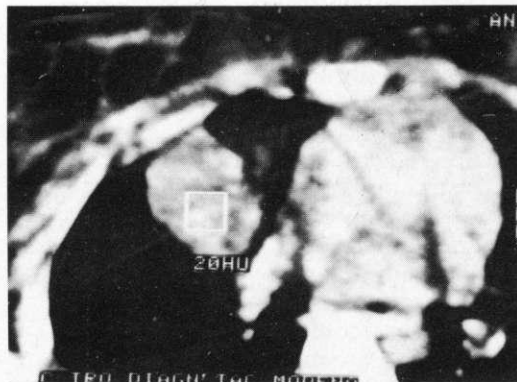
L.G. TC del torace. Presenza di voluminosa massa a contorni lobulati interessante il lobo inferiore di destra, infiltrante il pericardio e indissociabile dal diaframma. Si apprezza un'adesione della neoformazione alla pleura parietale senza tuttavia segni di infiltrazione a carico delle parti molli della parete toracica.
